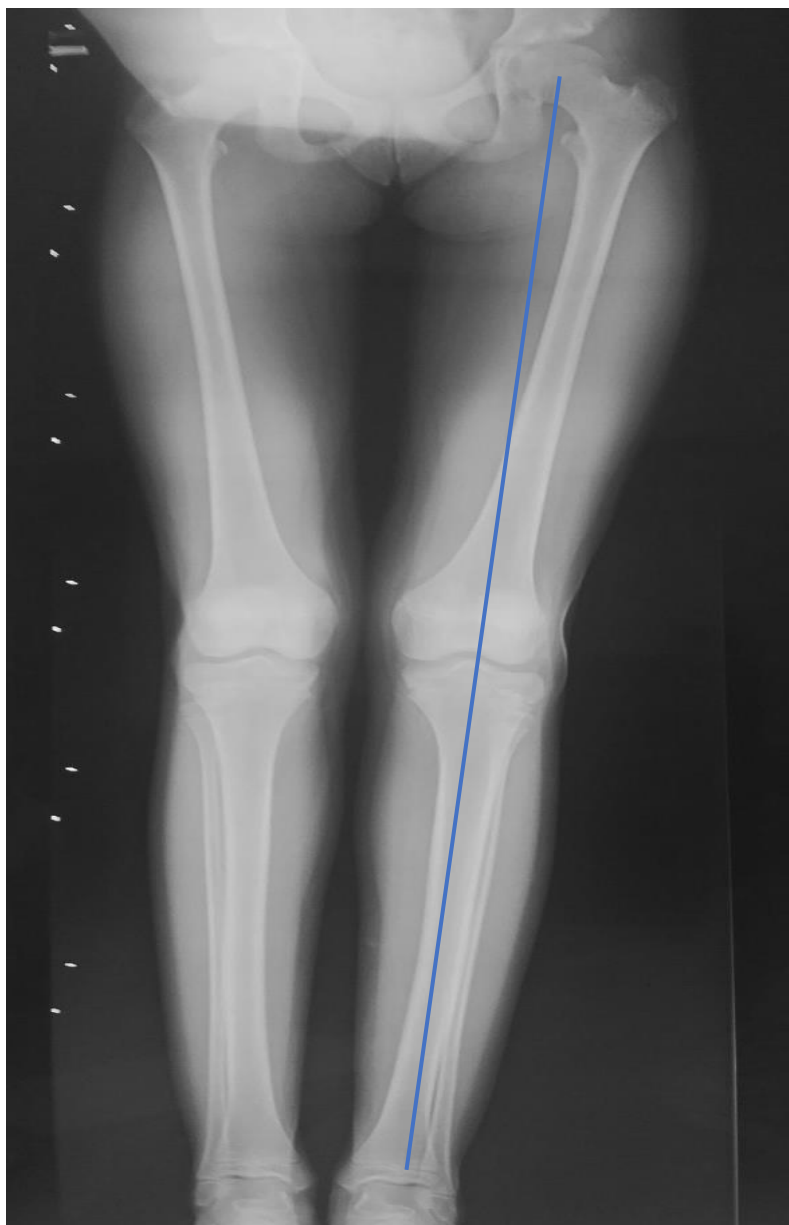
Постуральная рентгенограмма нижних конечностей пациентки К.: при проведении механической оси на левой нижней конечности контуры коленного сустава смещены медиально, что говорит о вальгусной деформации в коленном суставе
